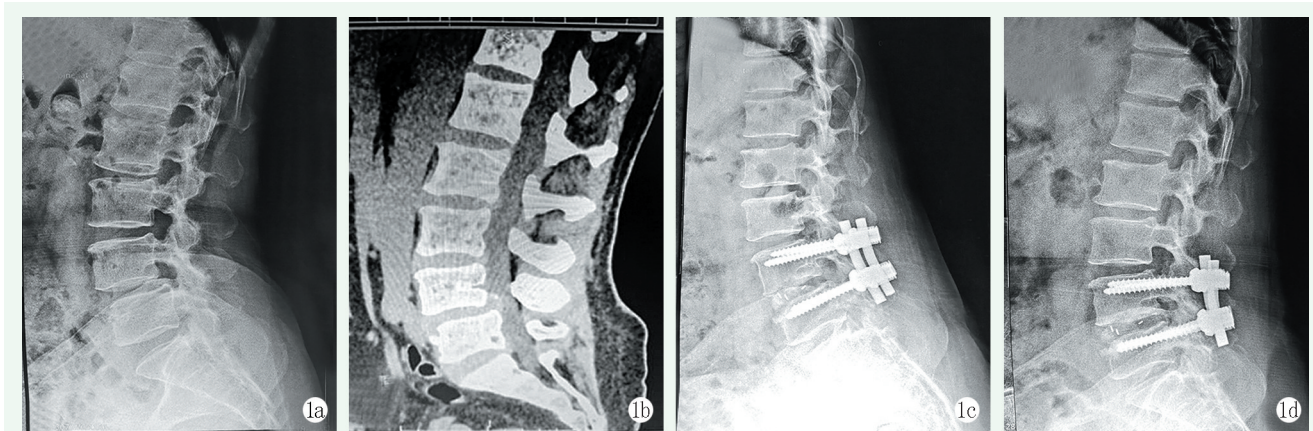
患者，女，54 岁，腰痛伴双下肢放射麻痛 2 年，加重 3 周，行保留棘突复合体+双侧开窗减压+椎间融合器置入植骨融合术治疗 1a: 术前腰椎侧位 X 线片示 L<sub>4</sub> 椎体不稳，I 度滑脱 1b: 腰椎矢状位 CT 示 L<sub>4</sub> 椎体向前滑脱，L<sub>4/5</sub> 椎间盘突出 1c: 术后 6 周腰椎侧位 X 线片示 L<sub>4</sub> 椎体滑脱恢复、椎间孔变大 1d: 术后 6 个月腰椎侧位 X 线片示内置物位置良好，L<sub>4/5</sub> 椎间隙高度及腰椎弧度改善，腰椎前凸角逐渐改善
